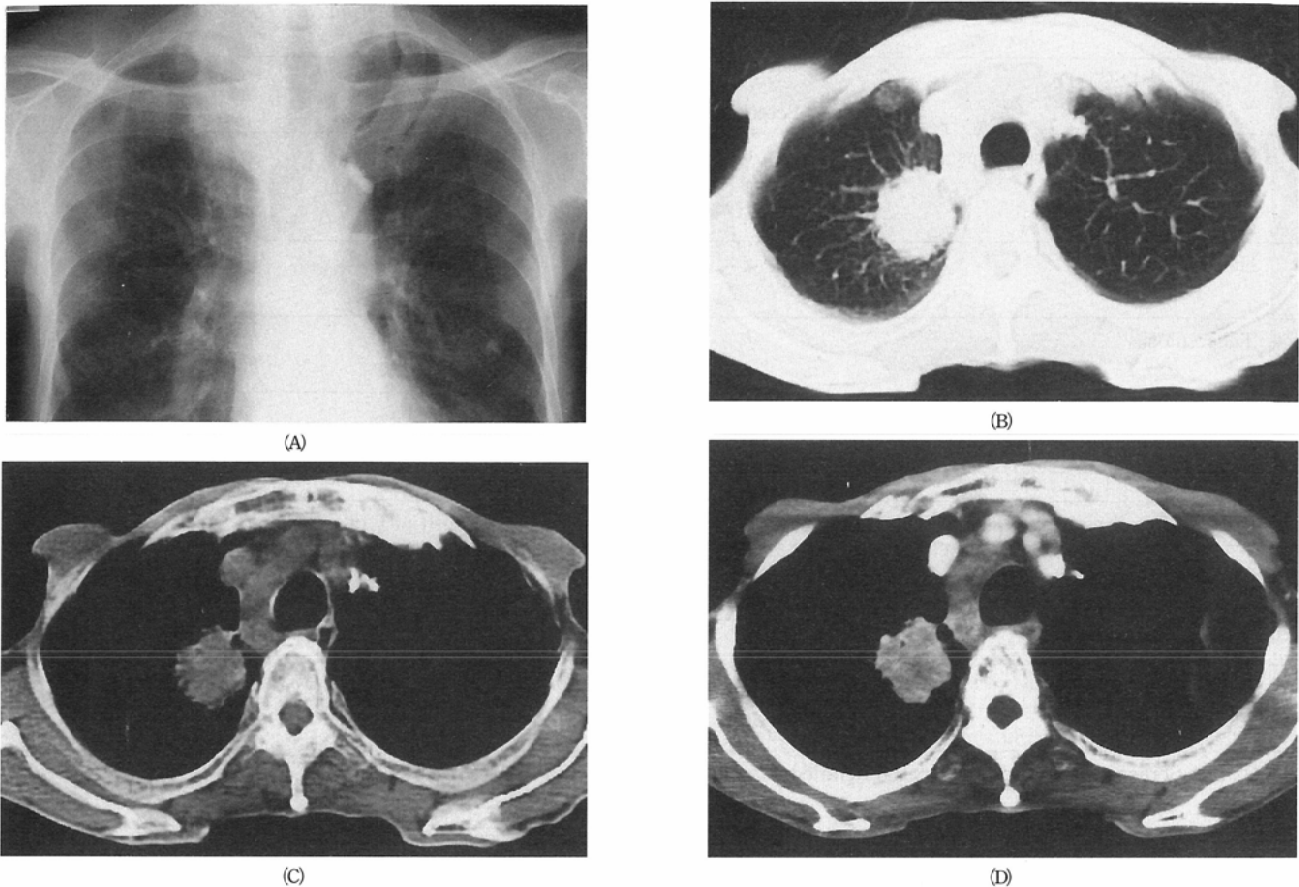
Squamous cell carcinoma with mediastinal lymphadenopathy: Increased density is seen at the right upper lobe region, superimposed on the ribs and clavicle (A). On LSCT images (B) with lung parenchymal display, lobulated mass density more than 3 cm in diameter is clearly demonstrated. Abnormally thickened right paratracheal stripe is evident. Mediastinal display of LSCT image (C) shows soft tissue nodular densities beside the vascular structure of the thoracic inlet, indicating mediastinal lymphadenopathy. On contrast enhanced CT with breath-hold technique (D), vessels are strongly enhanced, while the soft tissue nodules are not. Metastatic lymphadenopathy from right upper lobe carcinoma is considered. Squamous cell carcinoma was confirmed by bronchofiberscopic biopsy. Thus clinical stage was T2N2M0 (stage IIIA) from pathology and CT findings, and the patient underwent radiation therapy.
